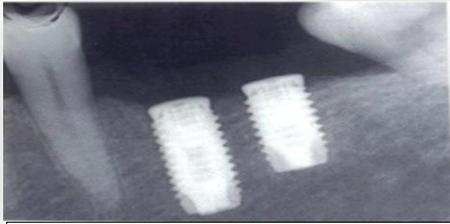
Radiographie d'implants bien Ostéo-Intégré
